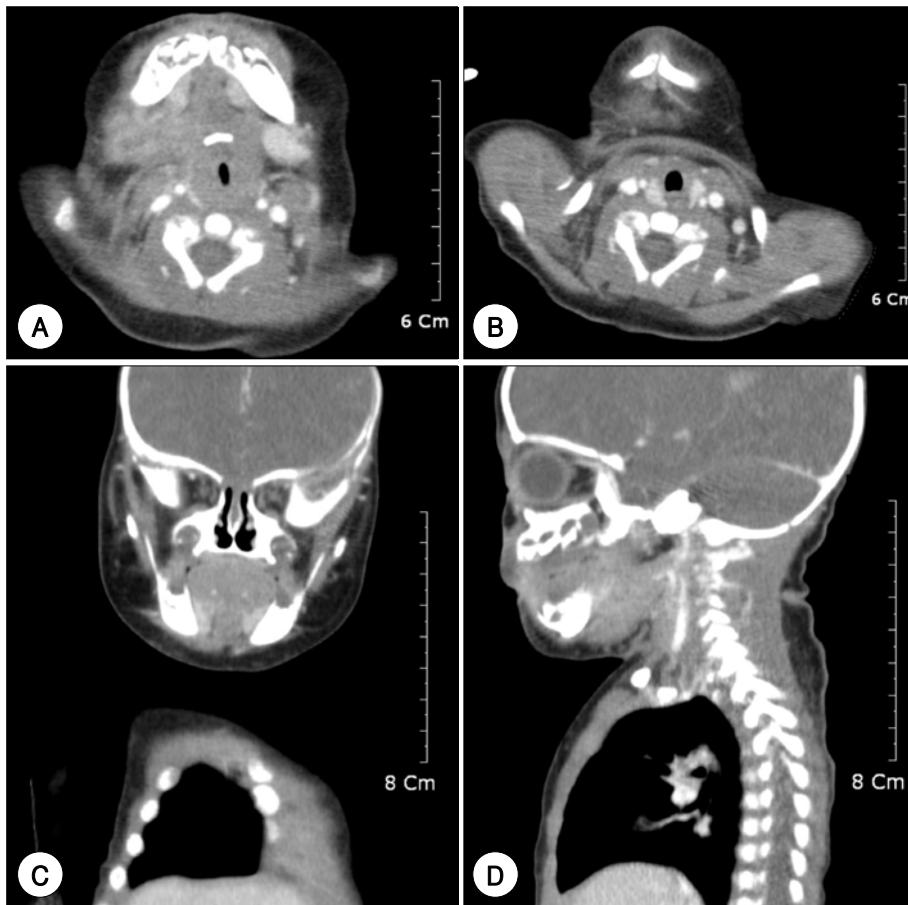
Postoperative contrast-enhanced CT scan. Axial (A and B), coronal (C) and sagittal (D) show no abscess cavity.
